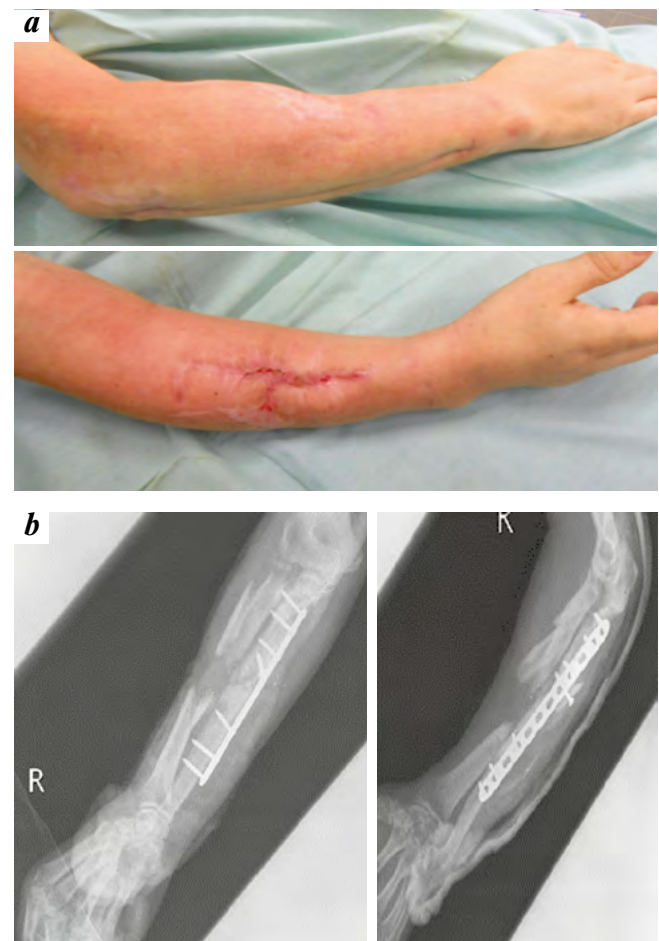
Предплечье раненого З. после остеосинтеза локтевой кости пластиной: а) внешний вид; б) рентгенограммы в двух проекциях (прямой и боковой)
